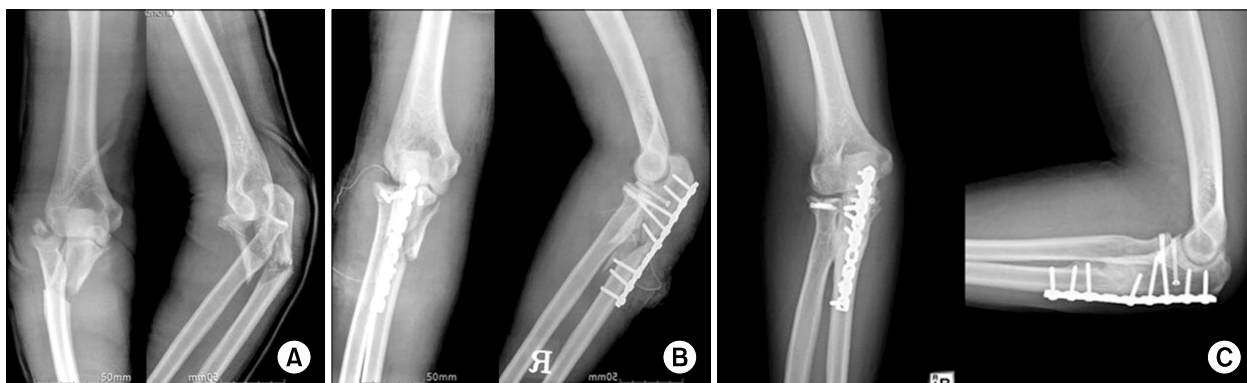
(A) A 31-year-old man sustained Monteggia fracture caused by fall from a height. Preoperative radiographs shows Bado type II Monteggia lesion with combined proximal radius fracture involving radial head. (B) Open reduction and internal fixation was performed. (C) The last follow-up radiograph shows the stable reduction of radial head and bone union of both fractures.
